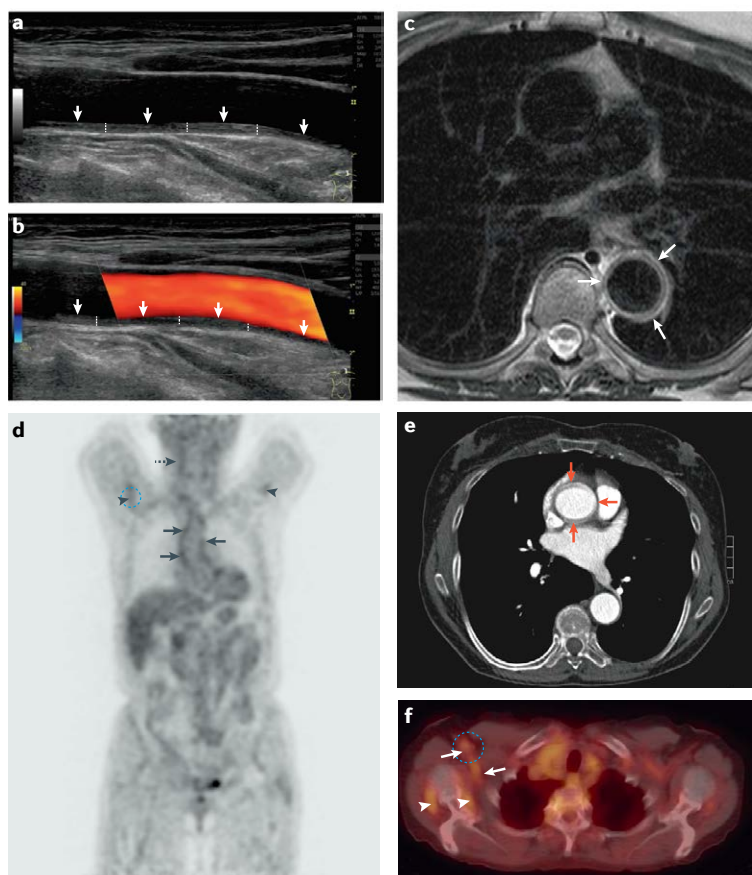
糖皮质激素治疗期间慢性大血管炎的影像学检查。 同一患者使用不同成像技术，慢性血管炎在治疗期间的表现。a 超声检查，锁骨下动脉。具有典型均匀且连续的壁增厚（白线）的“光晕”符号（白色箭头），层状和高回声模式提示慢性血管炎。b 与平面 a 相同，使用彩色多普勒。c MRI，轴向视图。降主动脉壁增厚和水肿（白色箭头）。d 氟脱氧葡萄糖-PET，冠状动脉重建。升主动脉（黑色箭头），右颈动脉（虚线箭头）和腋动脉（黑色箭头）的摄取增加。e 对比增强的 CT，轴向视图。升主动脉壁增厚（红色箭头）。f 氟脱氧葡萄糖-PET 与 CT 融合，轴向观察（与图 d 扫描相同）。右腋动脉摄取增加（白色箭头）。右肩的肩/骨/关节周围摄取（白色箭头），与风湿性多肌痛一致。MRI 图像由意大利布鲁尼科医院的 M. Karner 提供。PET 图片由意大利博尔扎诺医院 M.Farsad 提供。
